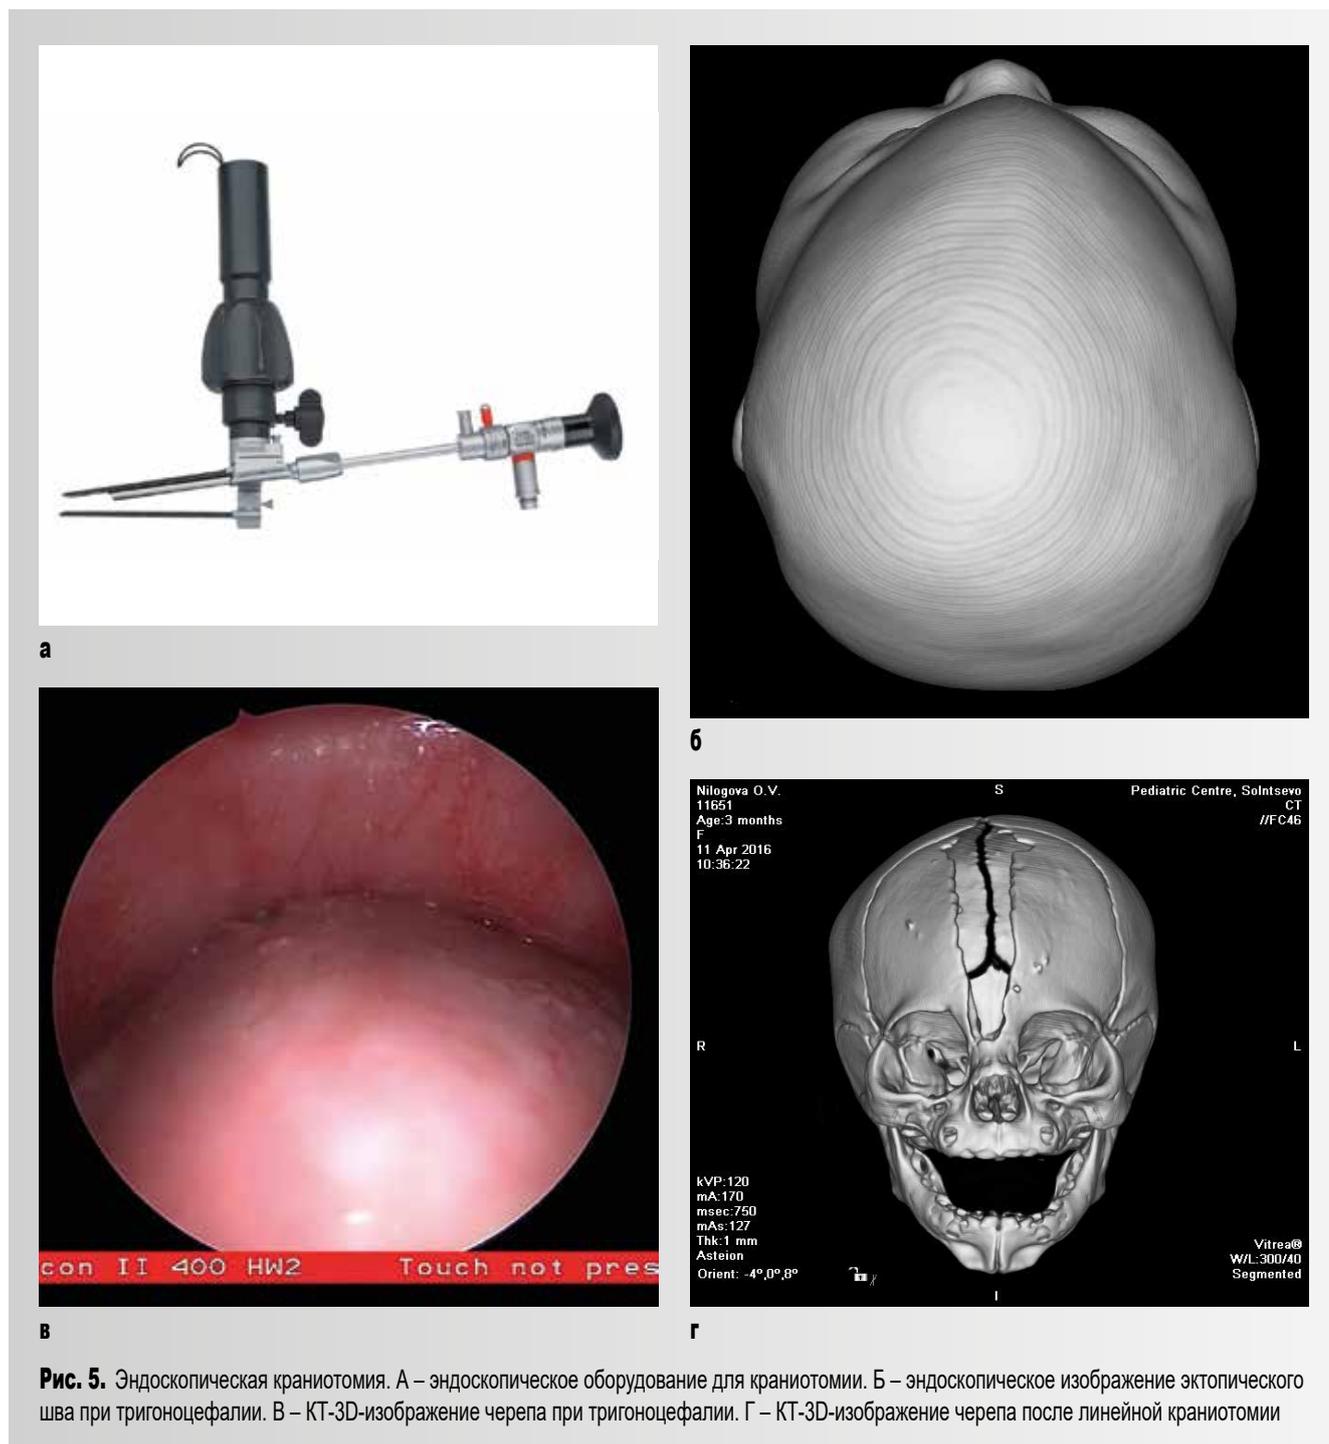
Эндоскопическая краниотомия. А – эндоскопическое оборудование для краниотомии. Б – эндоскопическое изображение эктопического шва при тригоцефалии. В – КТ-3D-изображение черепа при тригоцефалии. Г – КТ-3D-изображение черепа после линейной краниотомии
